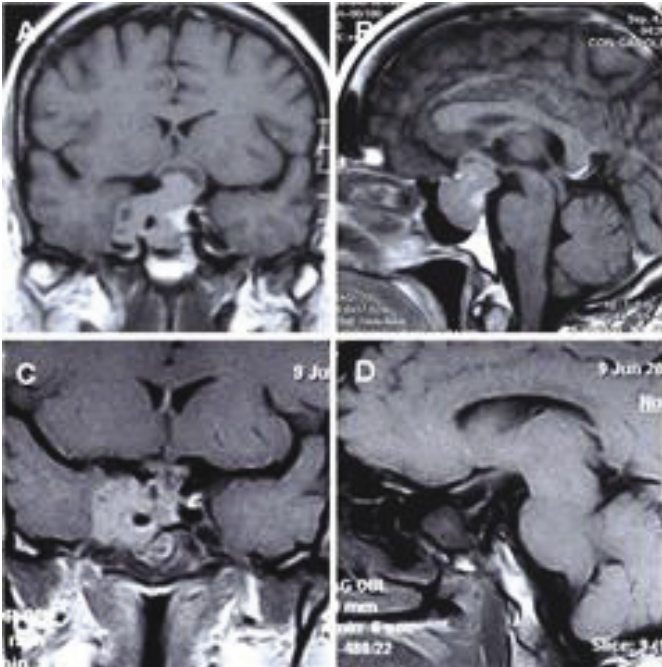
Paciente mulher, acromegálica, com macroadenoma grau B. Enquanto realizava tratamento com Lanreotido, apresentou um quadro de apoplejia pituitária. A y B, RM preoperatoria. C y D, RM postoperatoria.
